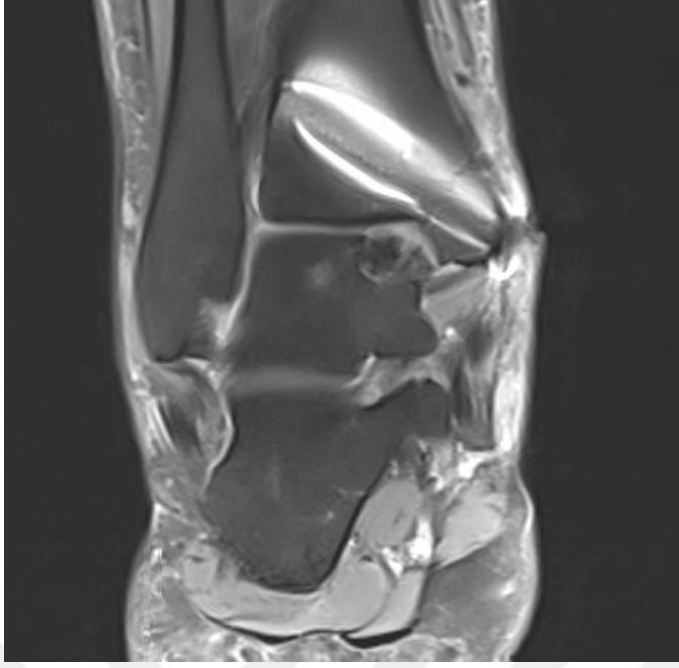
Sol Talus Kubbesi Posteromedialde Osteokondral Defekt Ameliyat Öncesi MRG.
